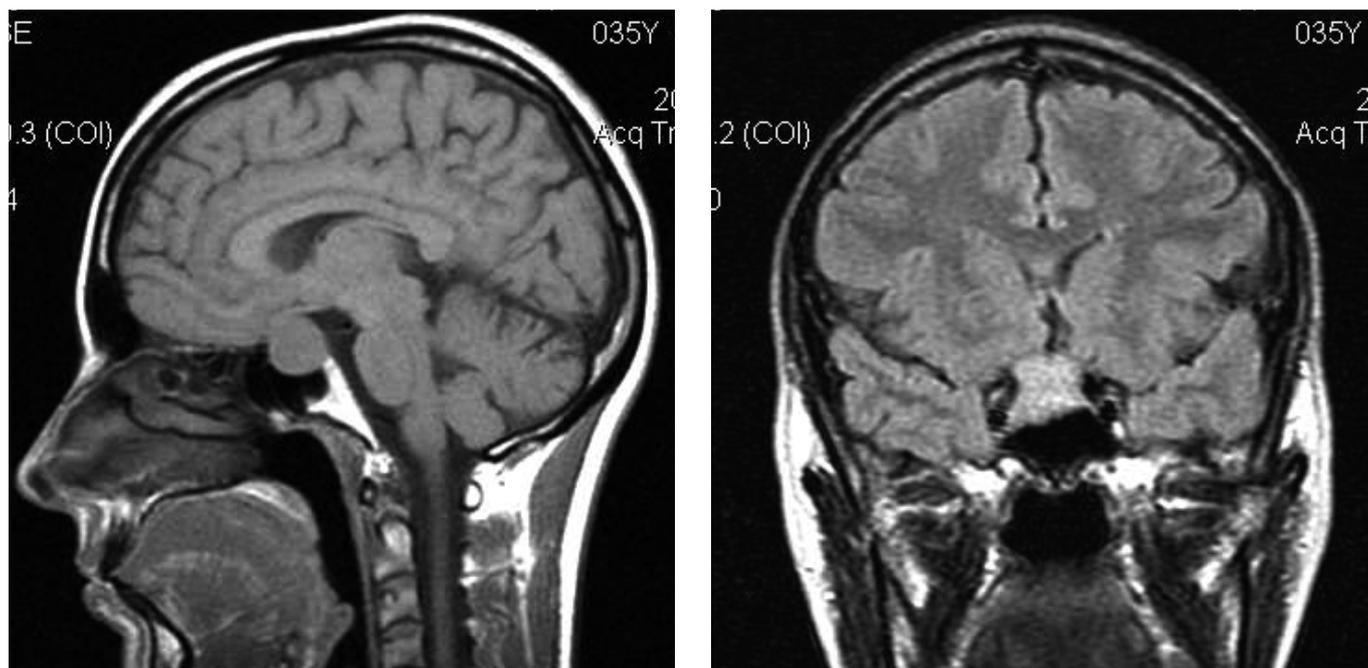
МРТ головного мозга пациентки Р. с аденомой гипофиза
